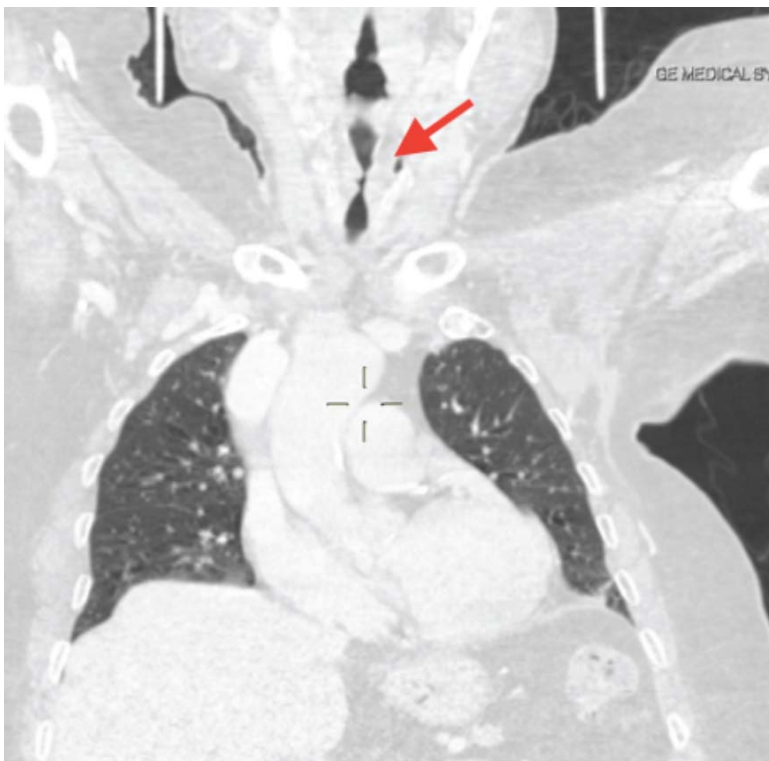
TC Torace collo: taglio coronale (a e b): si apprezza come indicato dalla freccia, una significativa riduzione dello spazio respiratorio a livello delle corde vocali
